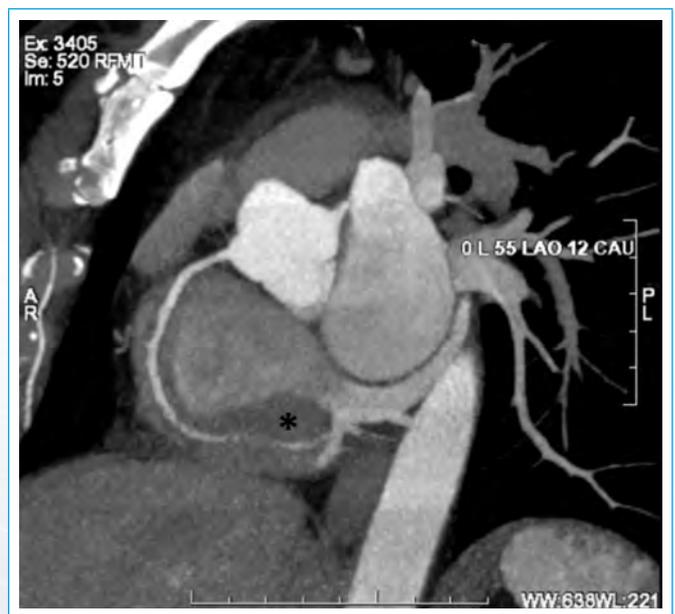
Angiotomografía con reconstrucción vascular y recorrido de arteria coronaria derecha donde se evidencia masa redondeada que rodea el tercio distal del vaso (*asterisco*)
